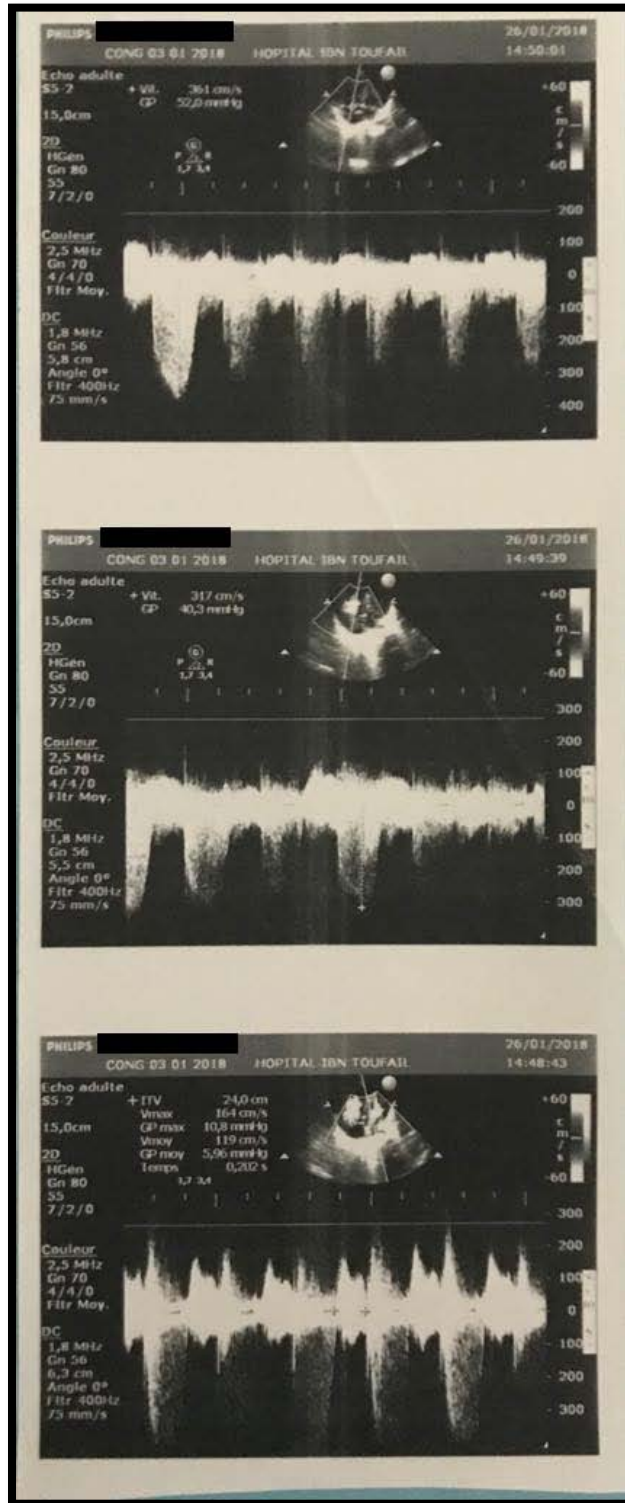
Echocardiographie d'un cas de MPS I montrant une insuffisance mitrale et tricuspide modérée, avec une infiltration de la valve mitrale, aortique et tricuspide.
